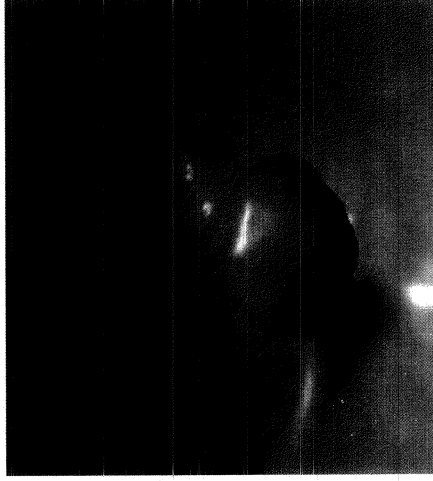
Image generated by CT colography.
